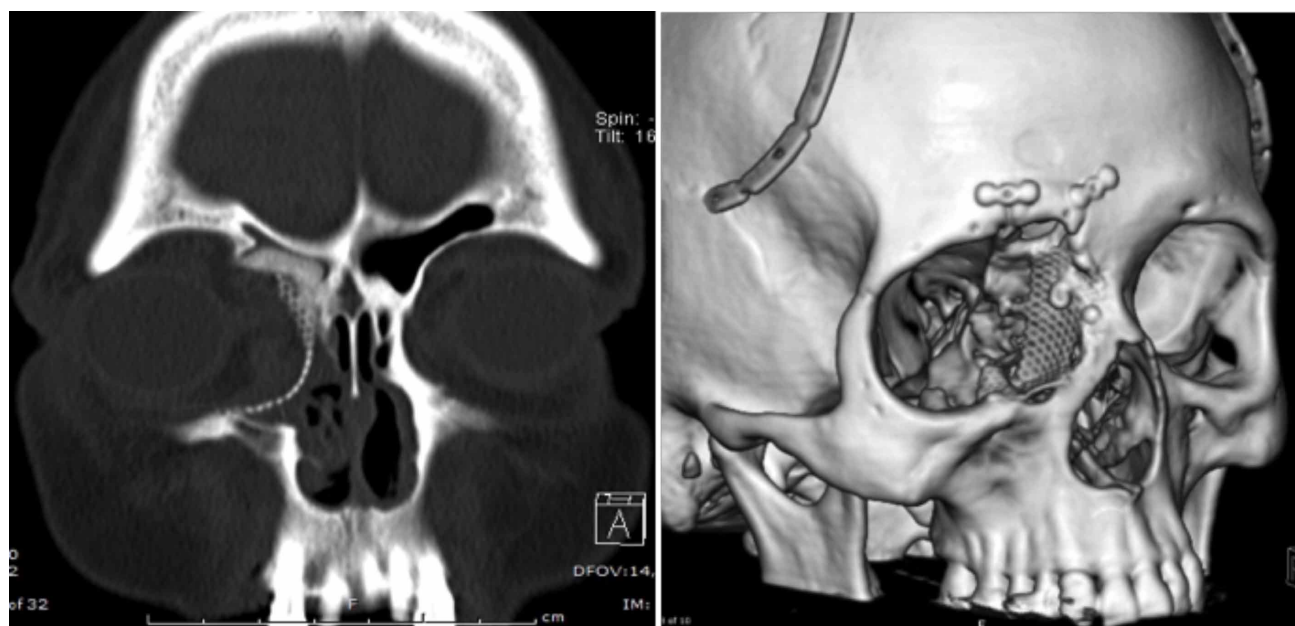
Tomografía de control post operatorio. A. Corte coronal donde se aprecia excelente posicionamiento de malla. B. Reconstrucción volumétrica donde se observan malla y elementos de osteosíntesis.
